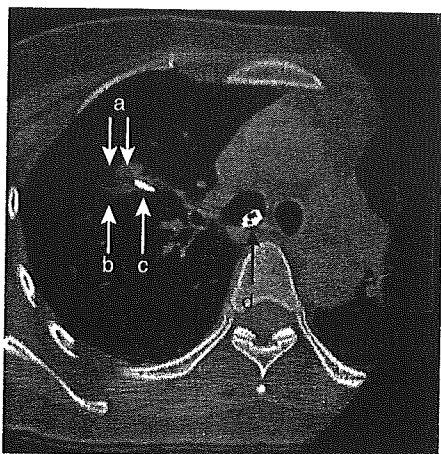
高分解能CT下での病変と検査器具の位置の確認
